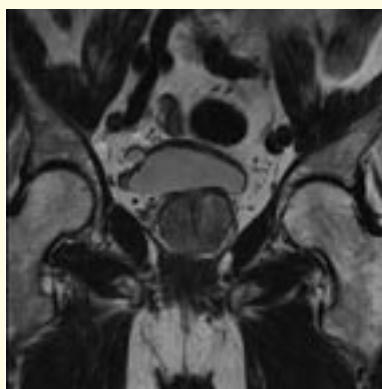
MRT, TSE T2-Wichtung, coronar
